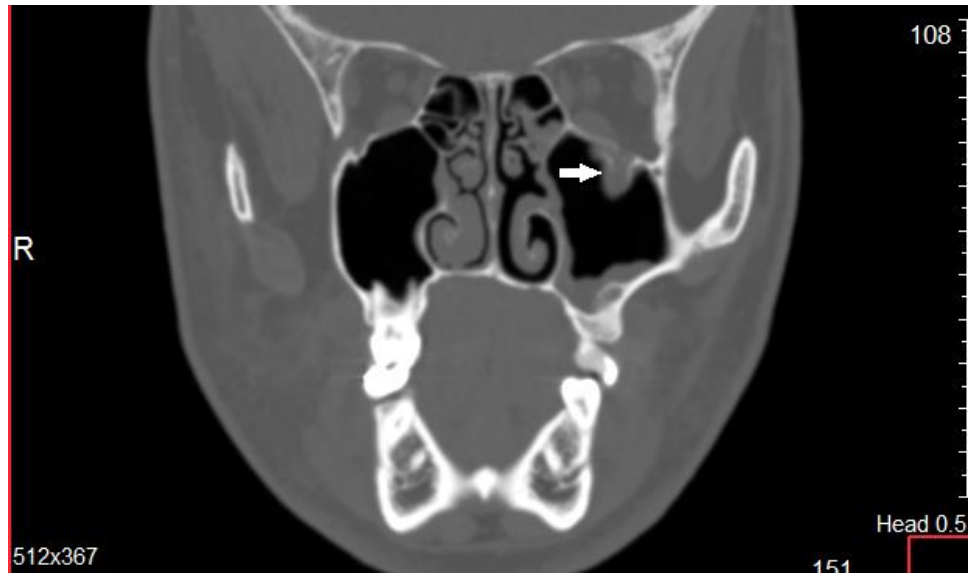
Коронарный срез КТ пациента В., ИБ №46689. На снимке стрелкой отмечена пролабирванная в полость верхнечелюстной пазухи орбитальная клетчатка
